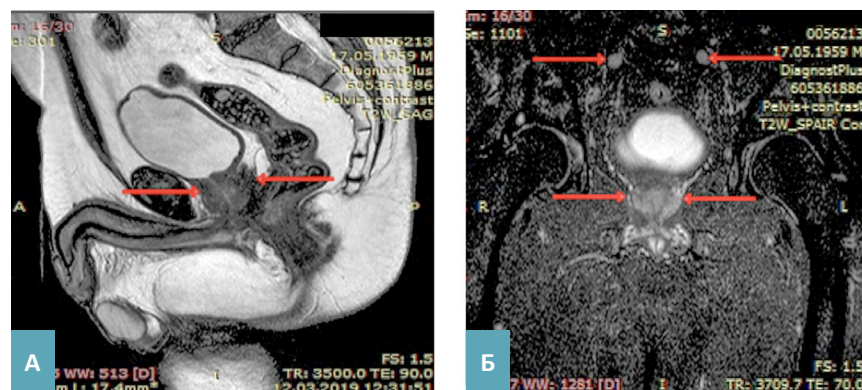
А–Б. Магнитно-резонансные томограммы с контрастом больного А., 59 лет, через 6 мес. лечения. А – малый таз, сагиттальная проекция, Б – аксиальная.
